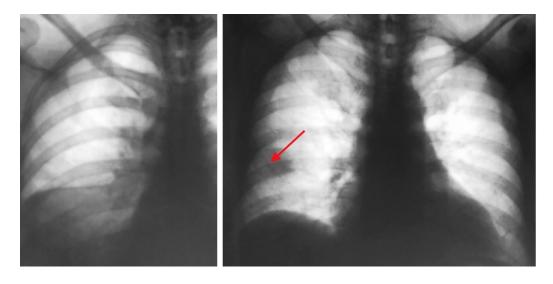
Рентгенограммы грудной клетки у пациентов с подтверждённой ТЭЛА
